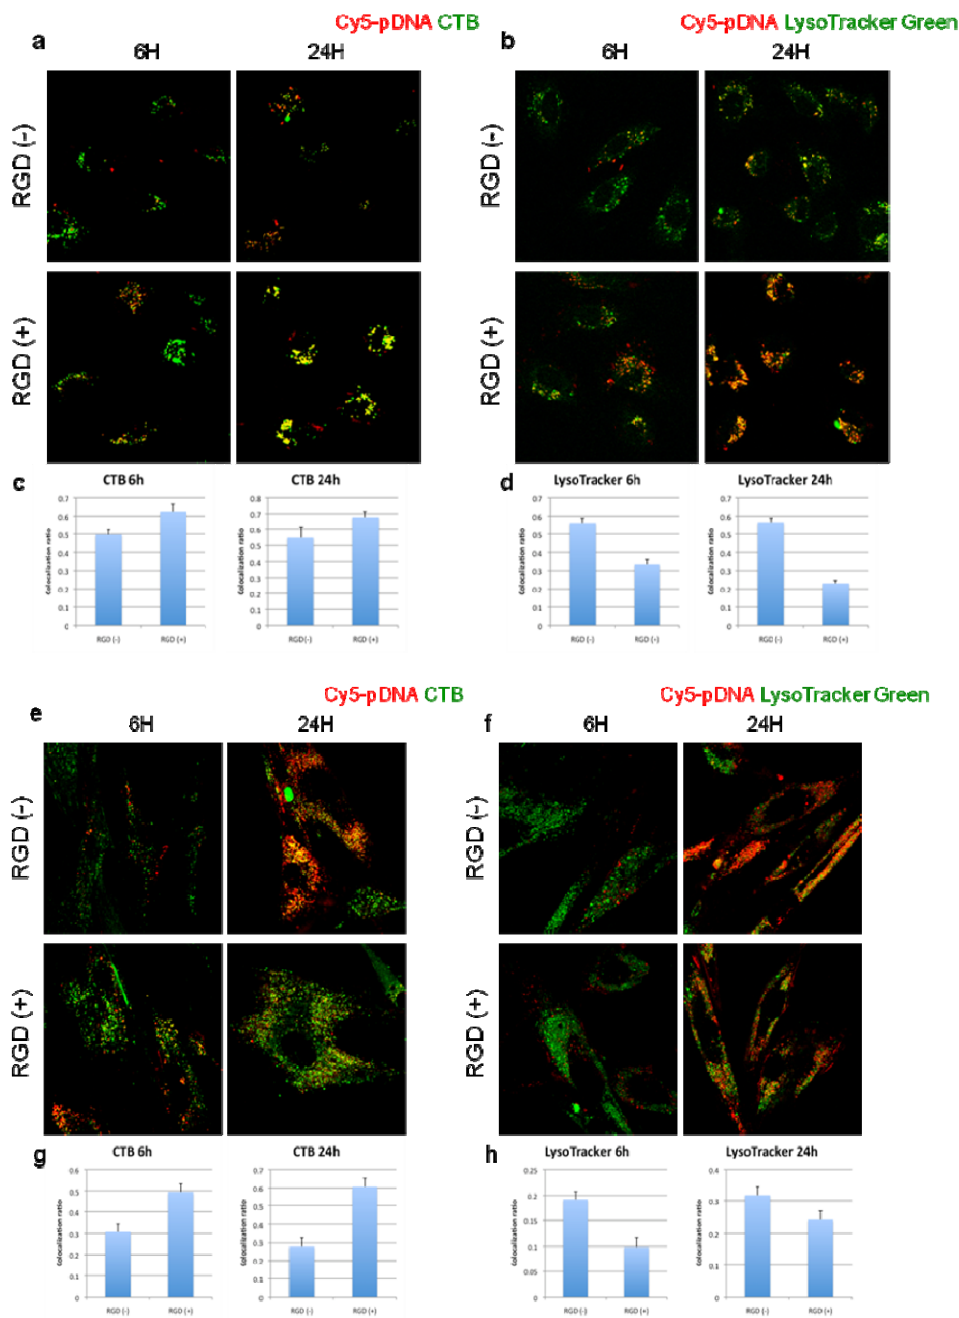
ミセルにより導入された pDNA の細胞内分布 Cy5 をラベルした pDNA を内包した cRGD-PEG-PAsp(DET)ミセルおよび PEG-PAsp(DET)ミセルを HUVEC (a, b)ならびに VSMC (e, f)とともに 6 時間ならびに 24 時間保温培養した。共焦点レーザー顕微鏡による観察を 63 倍の対物レンズを用いて行った。エンドソームとライソソームは LysoTracker Green で緑に染まり、カベオソームは CT-B Alexa Fluor 488 で同じく緑に染まった。Cy5-pDNA と LysoTracker Green または CT-B Alexa Fluor 488 の共局在の比率の定量解析を行った (c, d, g, h)。数値は平均値±標準誤差。RGD(-) = PEG-PAsp(DET)ミセル。RGD(+) = cRGD-PEG-PAsp(DET)ミセル。
